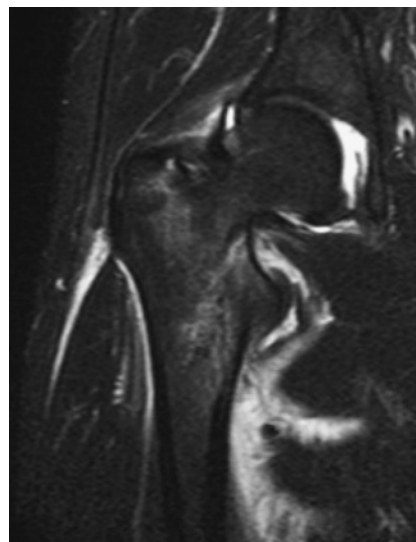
単純MRI T2 STIR画像(骨折部周囲の髄内と軟部組織に高信号領域が認められた)
